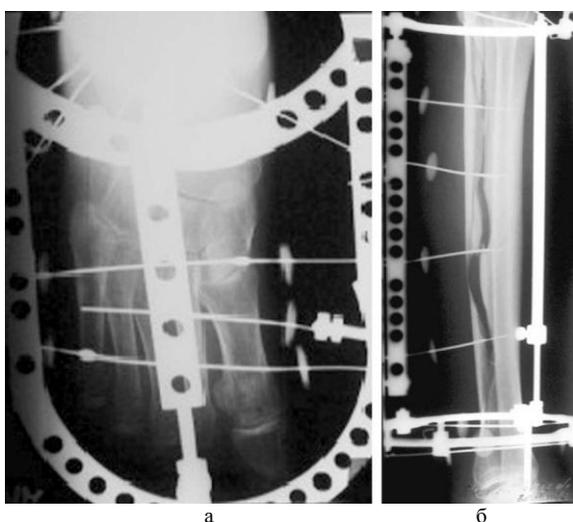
Рентгенограммы: а) пролонгирующая регенерацию тракционная спица проведена поперечно через диафизы плюсневых костей; б) первые сутки фиксации, напряжение с тракционных стержней снято, диастаз между отщепом и большеберцовой костью уменьшился
